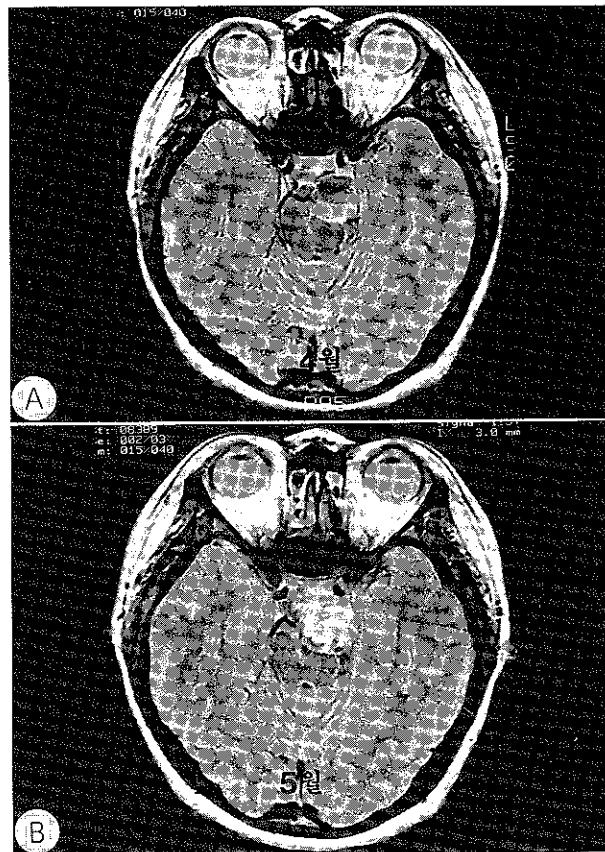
Proton density brain magnetic resonance image showing the re-canulation of the thrombosed giant aneurysm A : Initial study demonstrating the complete thrombosis of the giant aneurysm B : Follow-up study, performed 1 month later, demonstrating the recanalization in the previously thrombosed aneurysmal sac. The arrow indicates the portion of the recanalization.
